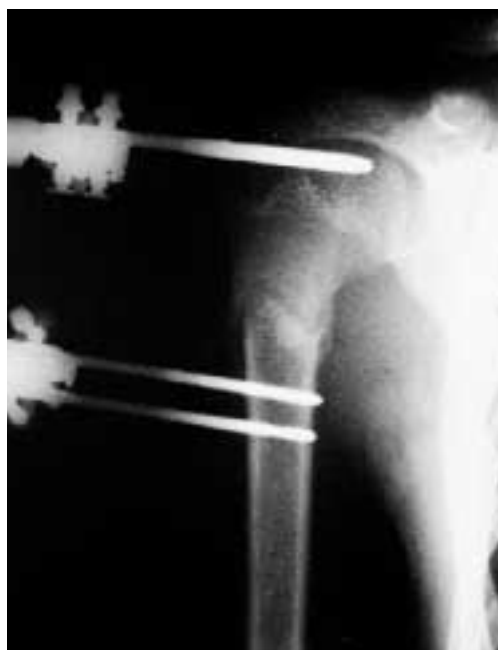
Radiografía de esta fractura subcapital de húmero en la que se observa callo suficiente para retirar el fijador.
